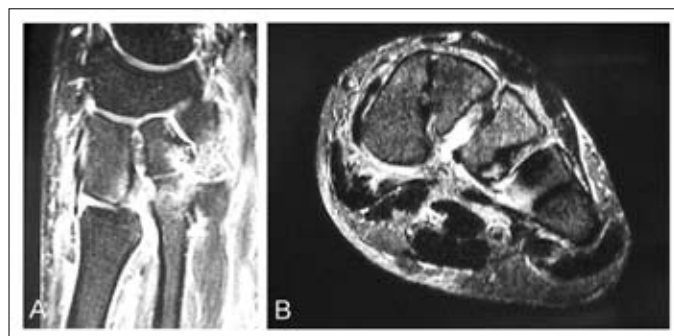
Imagens da ressonância magnética: A. Subluxação da articulação cuneometatársica; B. Lesão típica dos ligamentos plantares resultante do mecanismo de eversão com rotação interna.
